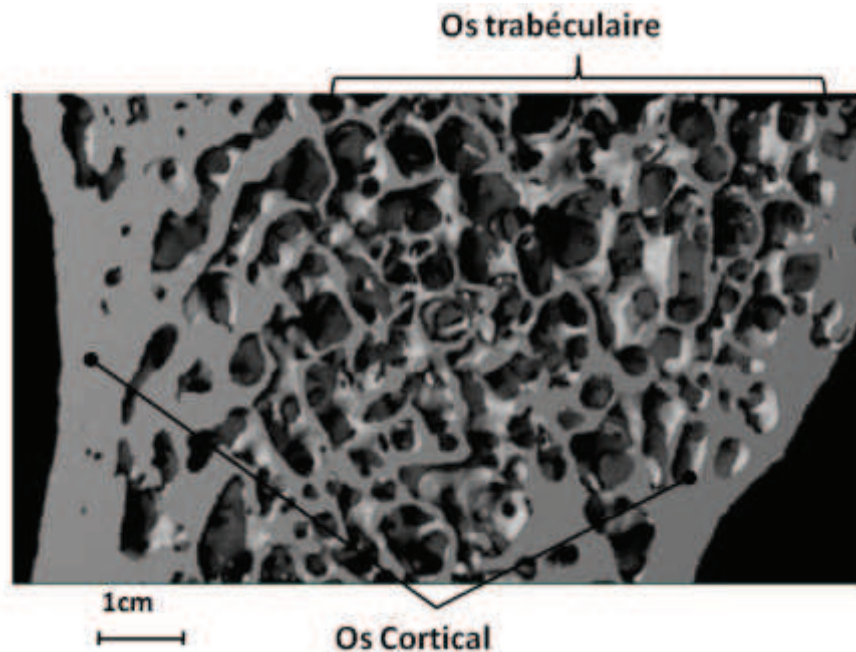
Coupe 2D d'une image de tissu osseux obtenu par μ CT par Rayons X. L'os trabéculaire se trouve au centre de l'image et l'os cortical sur les côtés (Image adaptée de [30]).
